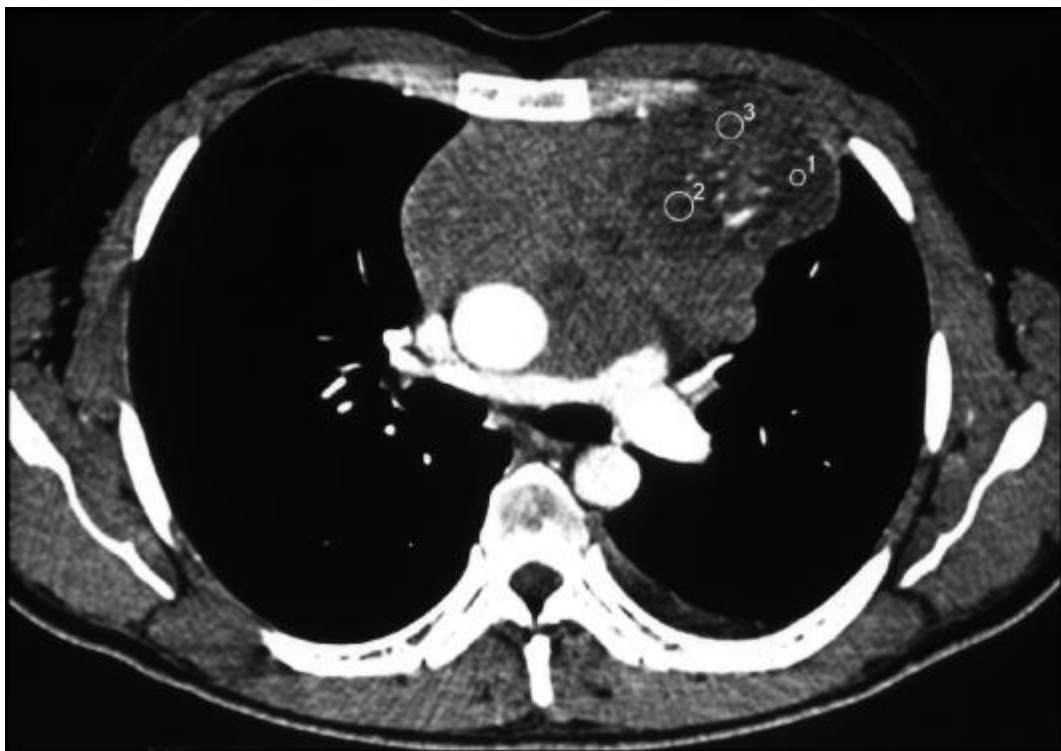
Комп'ютерна томограма . Тератома переднього середостіння
